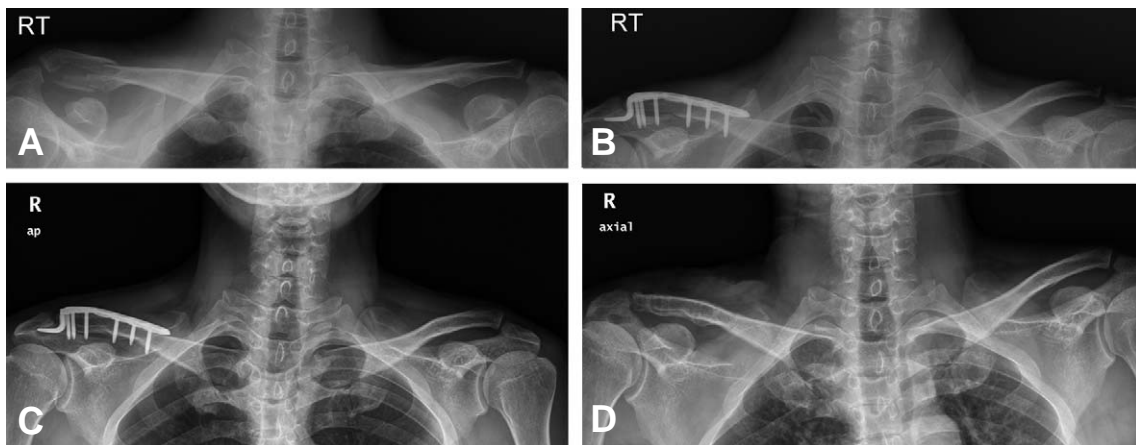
Radiographs of a distal clavicle fracture in a 35-year-old man. (A) Preoperative radiograph. The fracture was diagnosed as Neer type II. (B) At POD 6 month, delayed union was found. (C) At POD 53 weeks, union was detected, eventually. (D) Plate was removed and osteolysis of acromion was detected but, there was no clinical symptoms.
